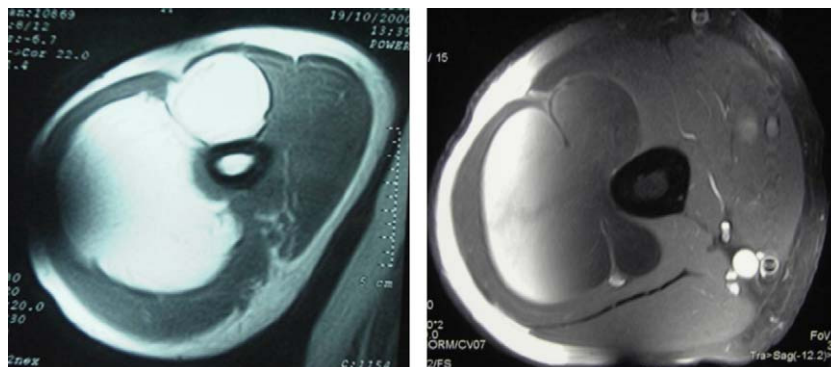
Tomografía computarizada y resonancia magnética con imágenes de la masa bilobulada, homogénea, intermuscular, en contacto con el húmero, compatible con lipoma.
